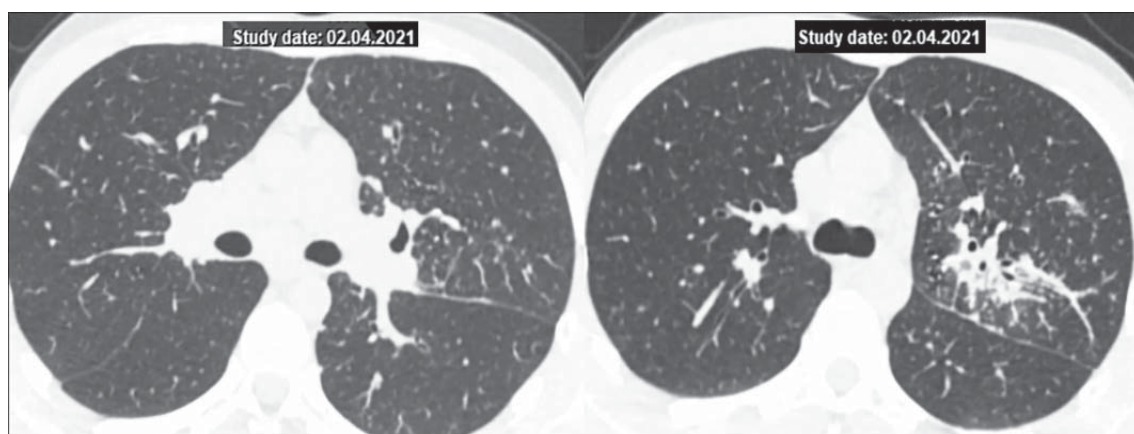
КТ ОГП пацієнта Г.: двостороння прикоренева лімфаденопатія, мікровузликова дисемінація з переважно перилімфатичним розподілом, ділянка консолидації паренхіми в третьому сегменті зліва вздовж бронхо-судинного пучка.
